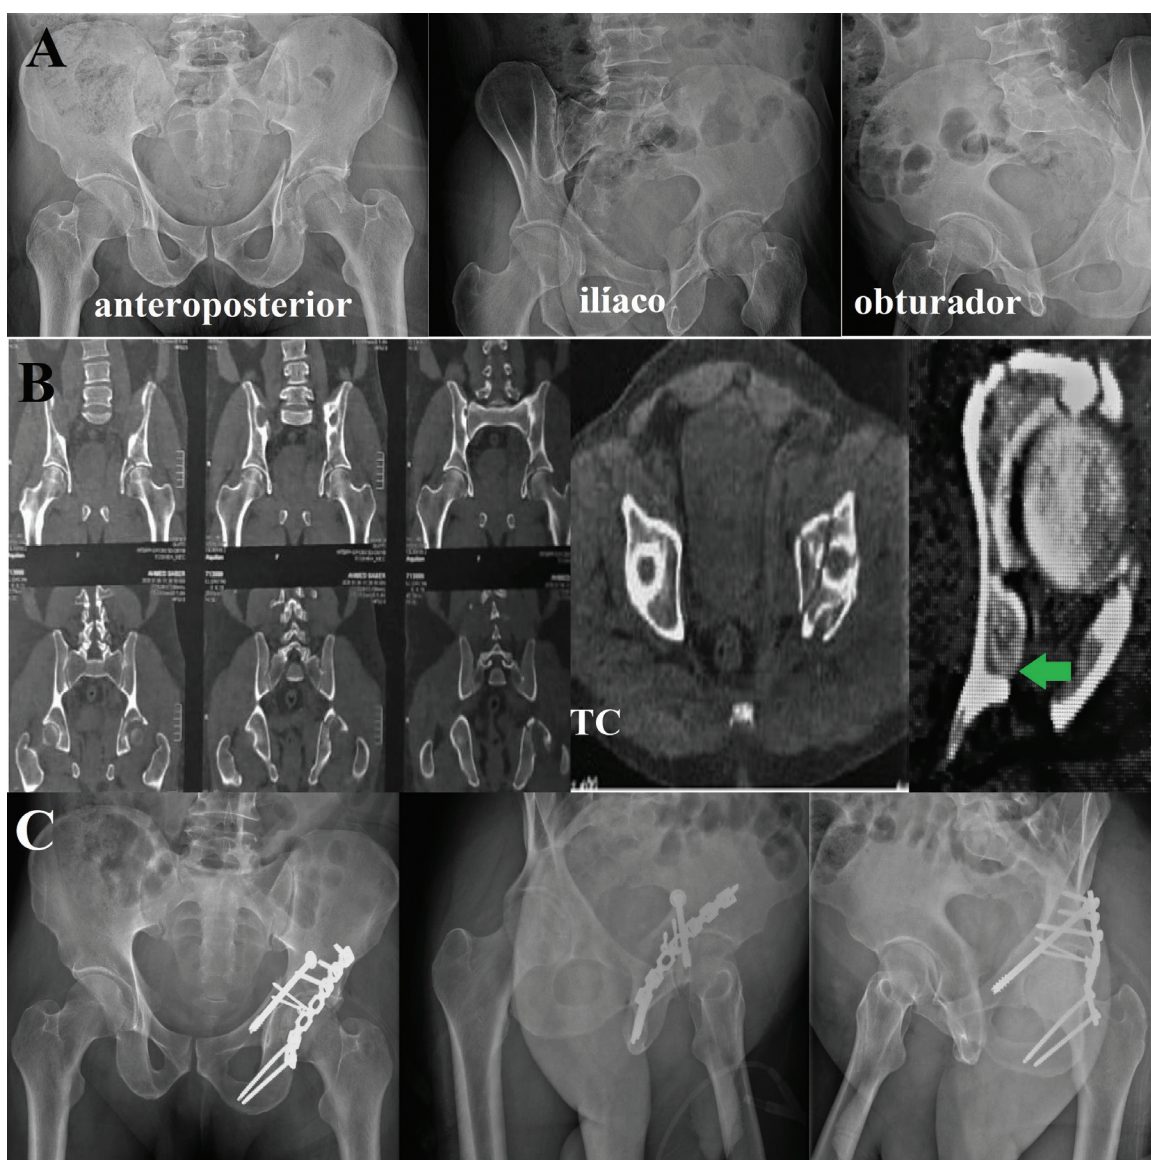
Paciente A: diagnosticado como fratura de acetábulo tipo transverso com fratura posterior da parede. (A e B) Radiografias simples pré-operatórias e tomografia computadorizada (ponta de seta verde aponta para o segmento impactado). (C) Radiografias simples da pelve pós-operatória.
